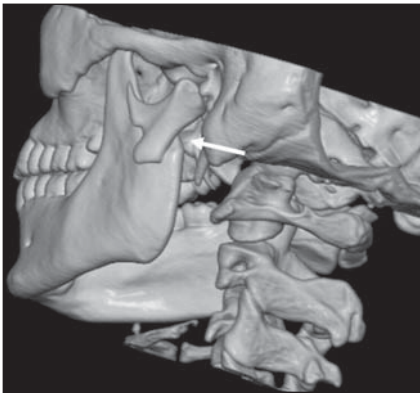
TC multislice. Reconstrução tridimensional mostrando fratura baixa do colo condiliano com desvio (seta).
